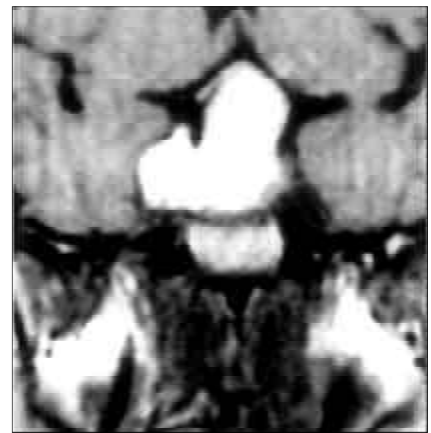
Resonancia magnética con gadolinio en secuencia T₁, en la que se aprecia la tumoración en la región selar.
